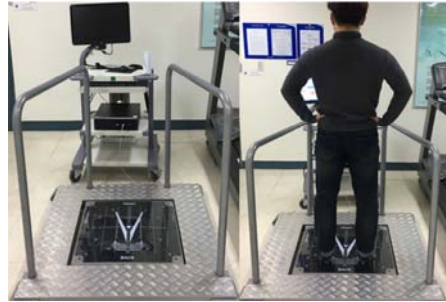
Balance training system (BT4)
